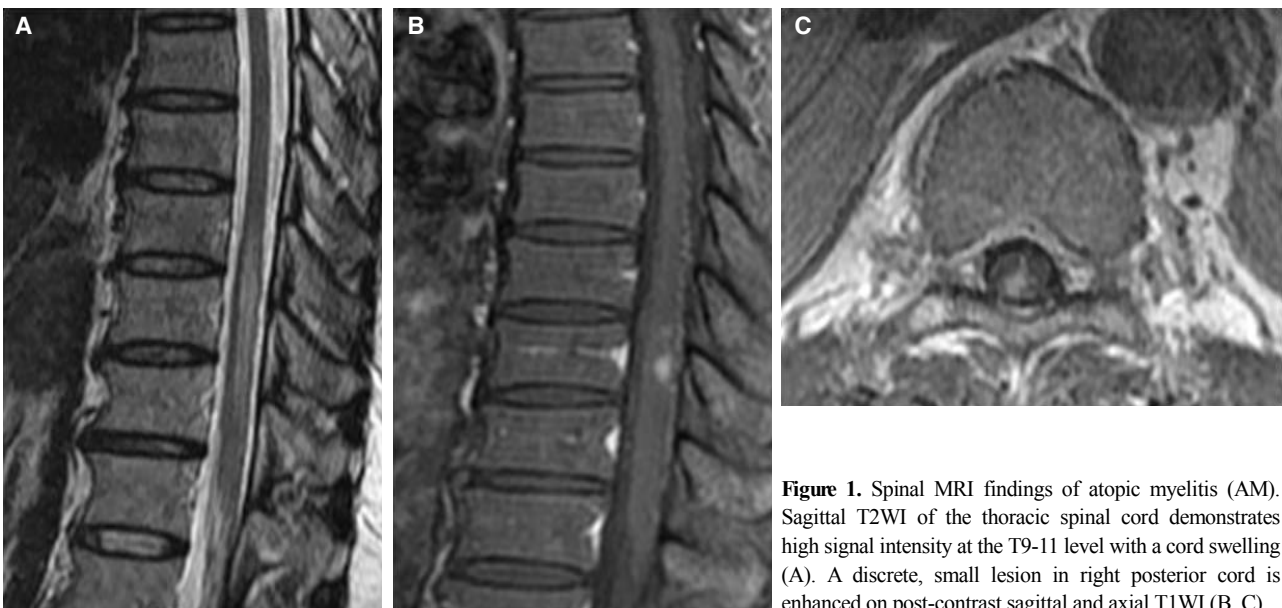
Spinal MRI findings of atopic myelitis (AM). Sagittal T2WI of the thoracic spinal cord demonstrates high signal intensity at the T9-11 level with a cord swelling (A). A discrete, small lesion in right posterior cord is enhanced on post-contrast sagittal and axial T1WI (B, C).
